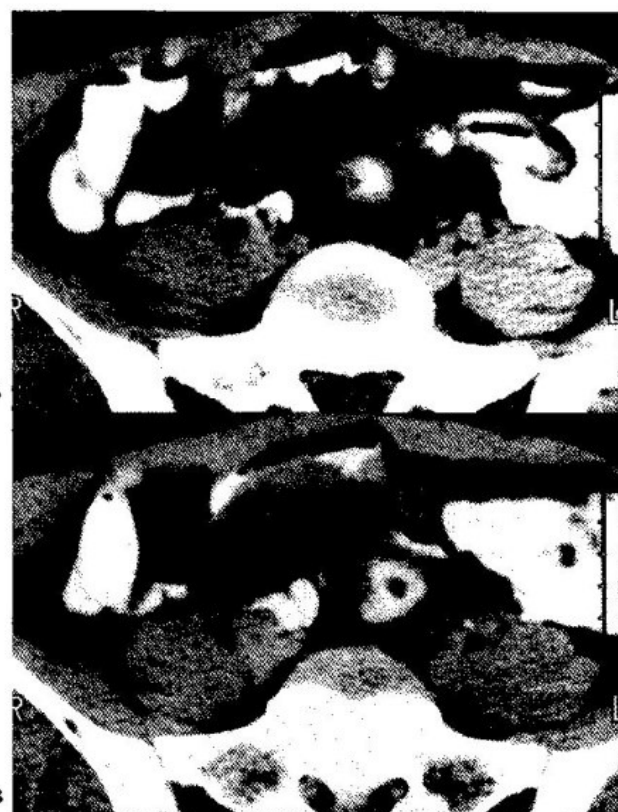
A, B, C, D, E e F - A TC pélvica identifica lesão quística, em forma de "salsicha", em contiguidade com o complexo ileo-cecal.
